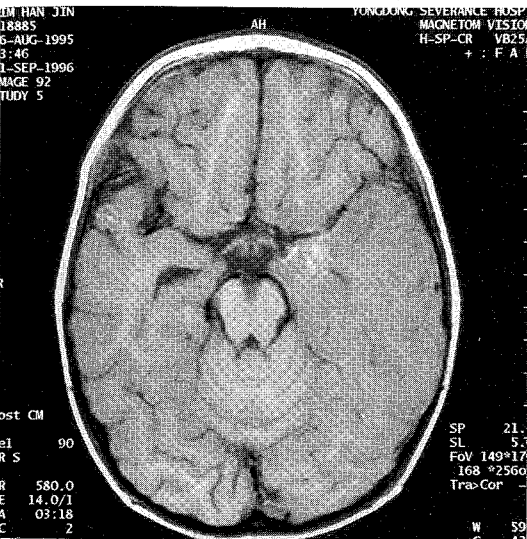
Axial T1-weighted image: abnormal decreased signal intensity in left temporal lobe and compression of left lateral ventricle and tubular or small dot like high signal intensities due to hemorrhage or calcification in left hippocampal area(MRI obtained 7 days after onset).
